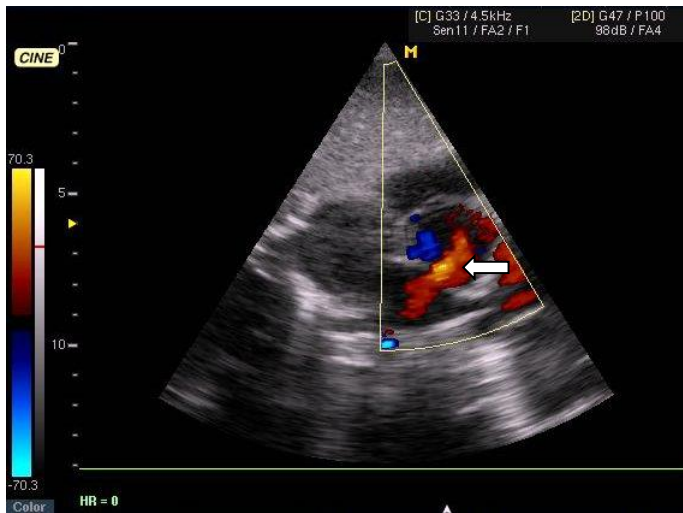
Эхокардиограмма (субкостальная позиция) и доплерограмма (режим ЦДК). Дефект межпредсердной перегородки с шунтом слева направо (стрелка)
